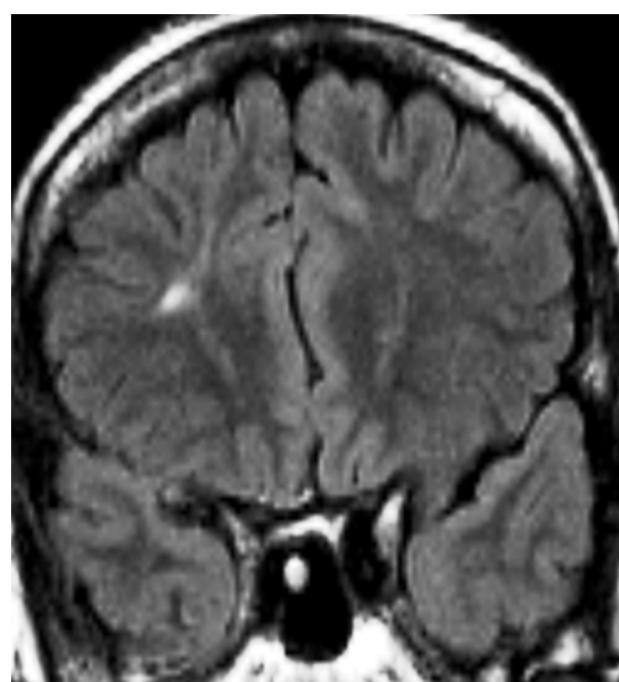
Paciente del grupo 2 con epilepsia extratemporal cuya IRM, en secuencia FLAIR coronal, mostraba una displasia cortical focal frontal derecha.
